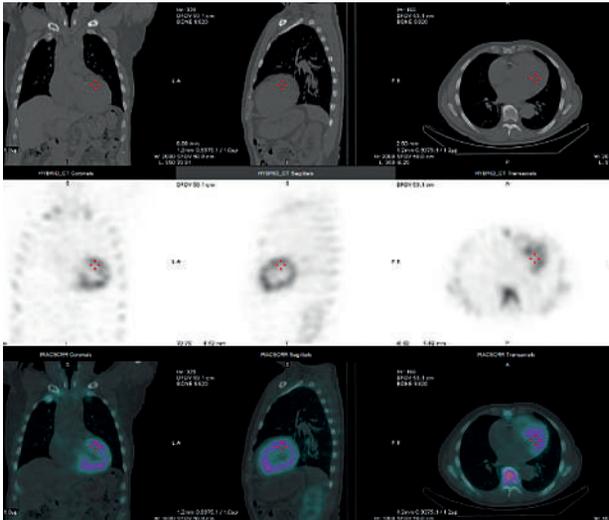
Gammagrafía con SPECT-CT positiva para amiloidosis TTR.
